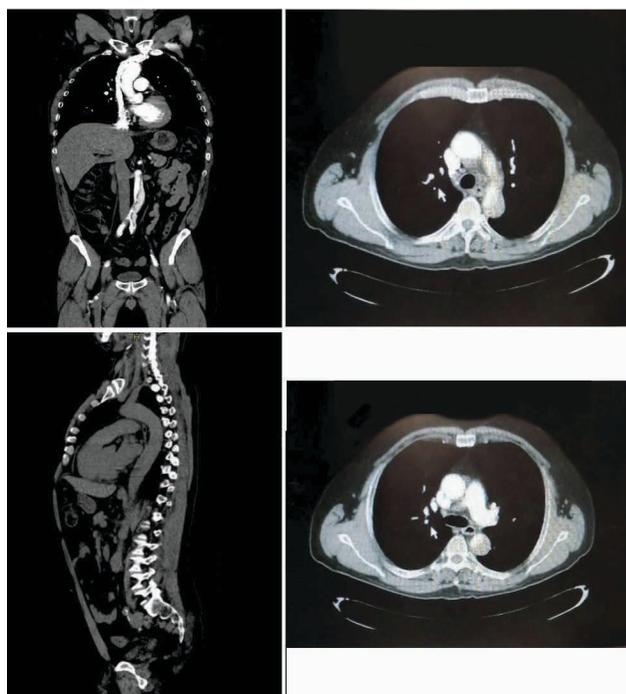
Tomografía toracoabdominal con contraste intravenoso
